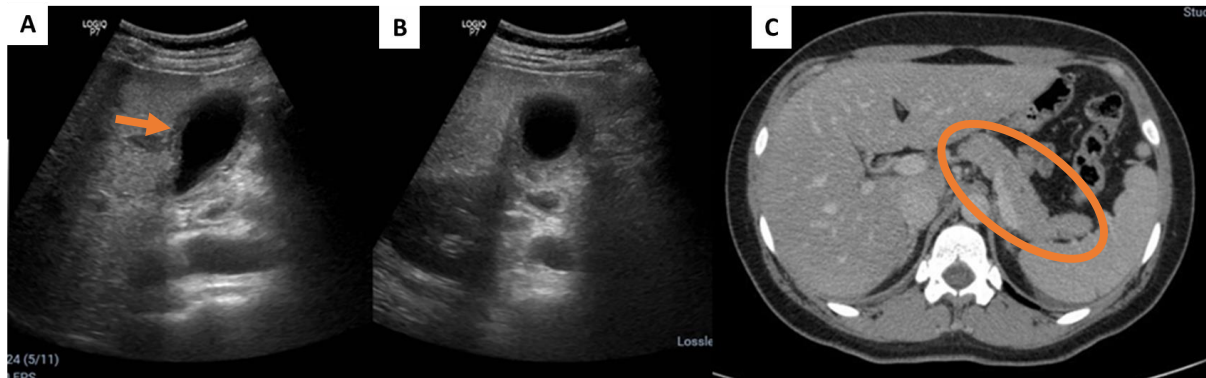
Representação dos exames complementares de imagem. (A e B) ultrassonografia de abdômen que evidenciou vesícula biliar em topografia habitual com paredes espessadas e delaminadas; ausência de cálculos em seu interior; com aspecto ecográfico sugestivo de colecistite aguda alitiásica/transinfecçiosa. A seta laranja representada na imagem A, destaca o espessamento da parede da vesícula biliar. (C) tomografia computadorizada de abdômen total apresentando pâncreas com topografia, dimensões, contornos e densidades normais. O círculo alaranjado destaca a topografia habitual do pâncreas, sem alterações.
